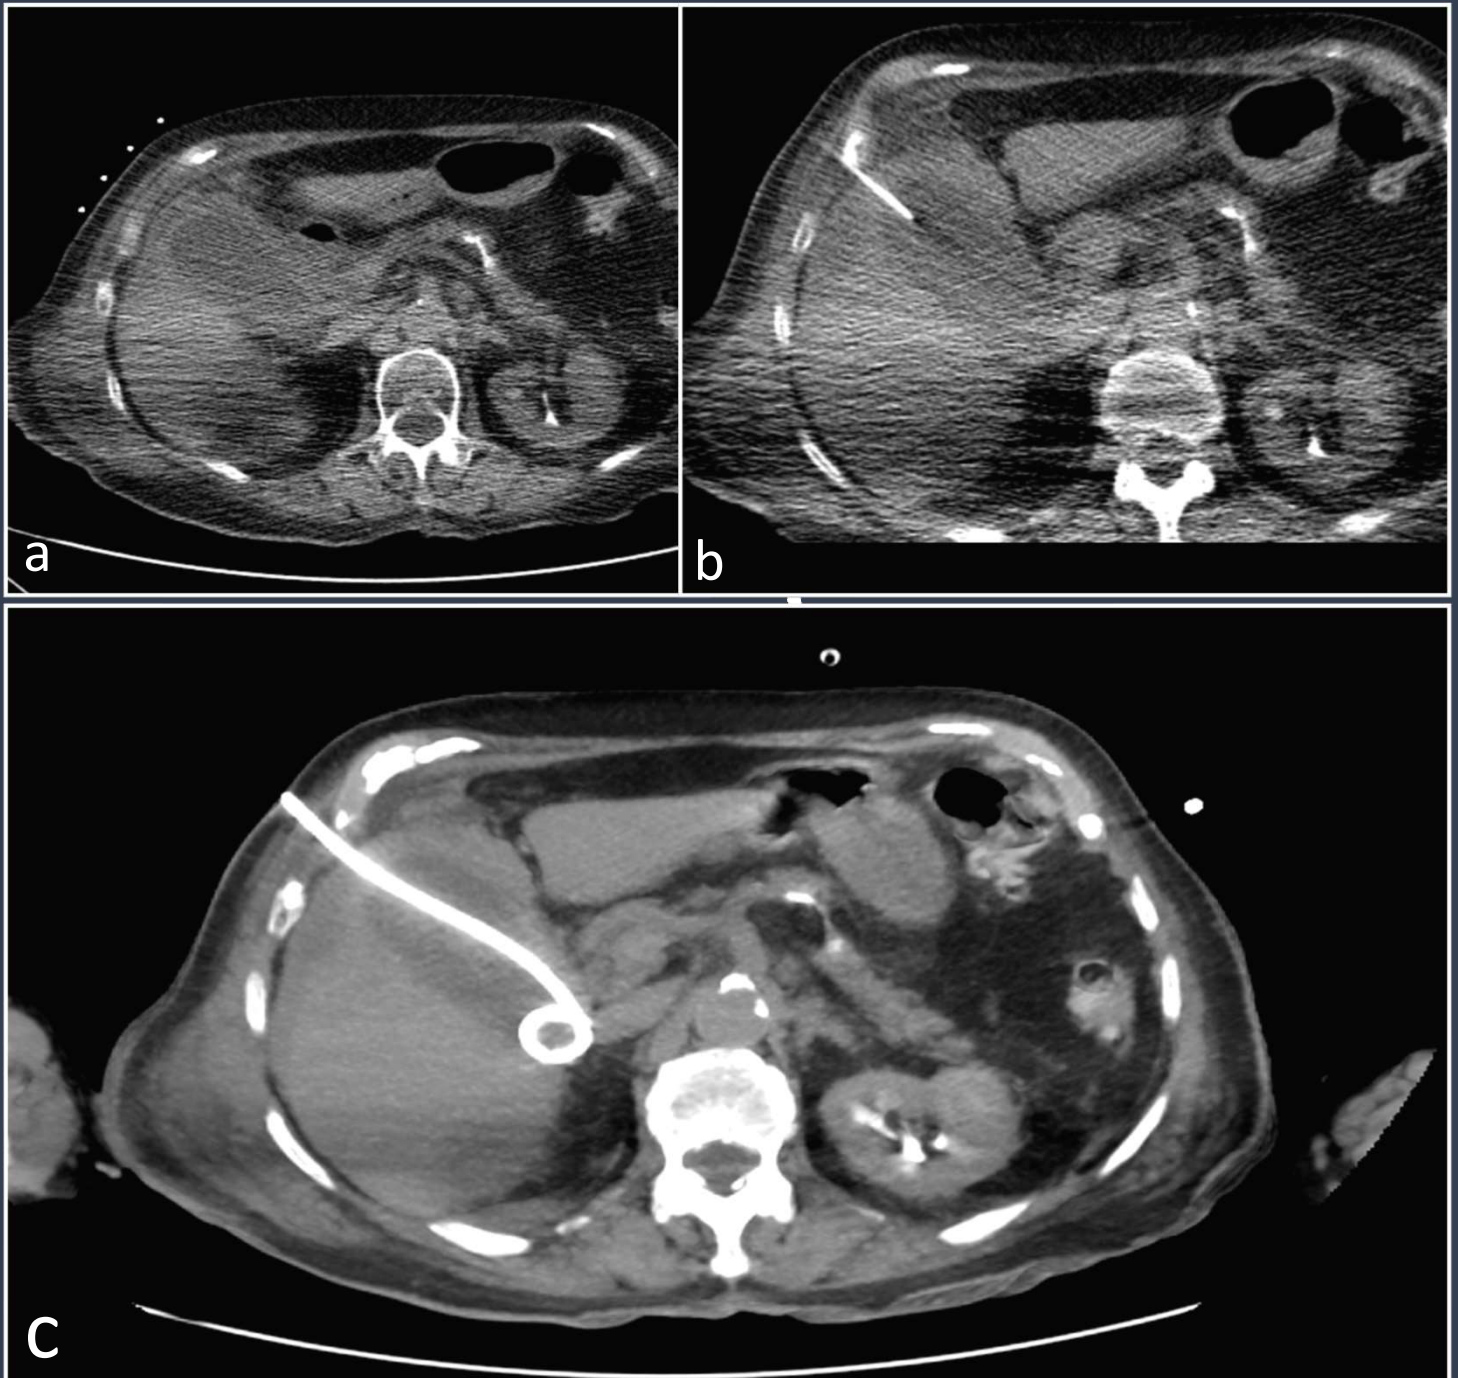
Colecistostomía percutánea guiada por TC. (a) Localización del punto de abordaje mediante agujas. (b) Comprobación de la situación del trócar. Abordaje transhepático intercostal. (c) Reconstrucción MIP que muestra el trayecto del catéter pigtail 8Fr.
